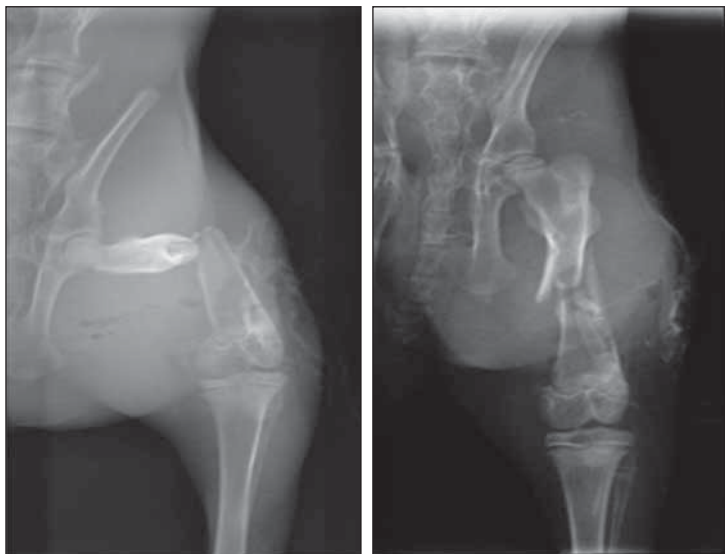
Radiografías anteroposterior y perfil del fémur donde se observa la fractura mediodiáfisaria.
